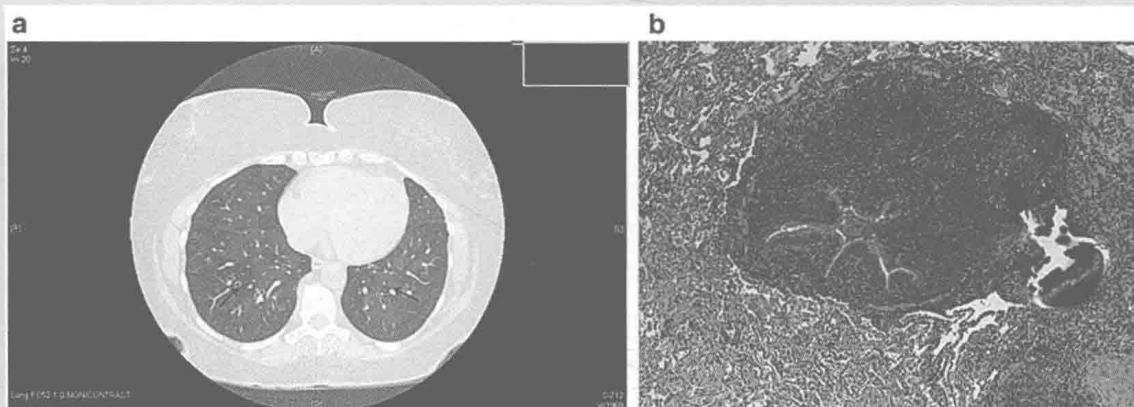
(a) 胸部CT显示空气潴留或马赛克征，肺活检(b)证实存在包绕细支气管的致密的淋巴滤泡。（见彩图）
